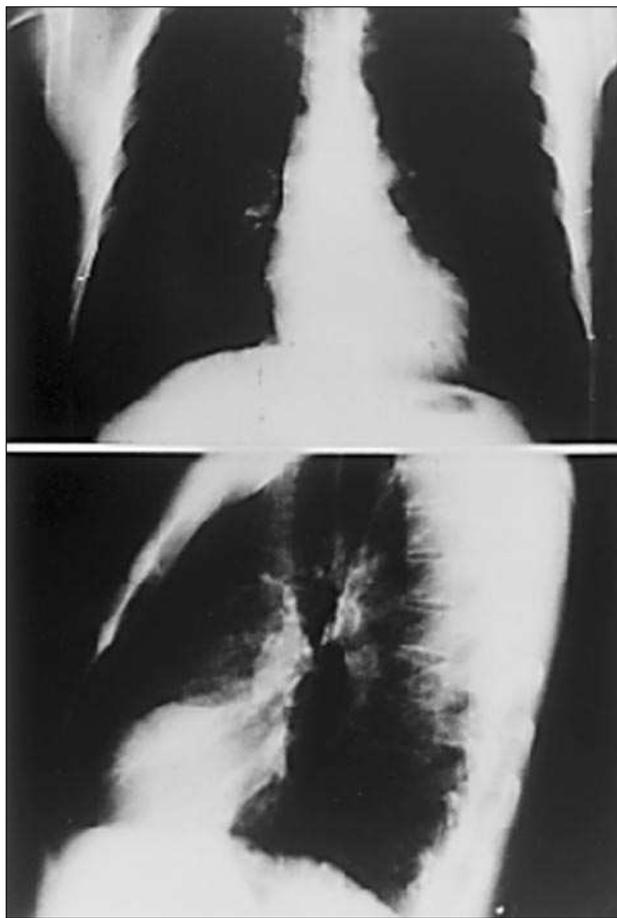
Radiografía de tórax de frente y perfil en la que se observa una imagen redondeada en el ventrículo izquierdo que correspondía a un quiste hidatídico del ventrículo izquierdo.
